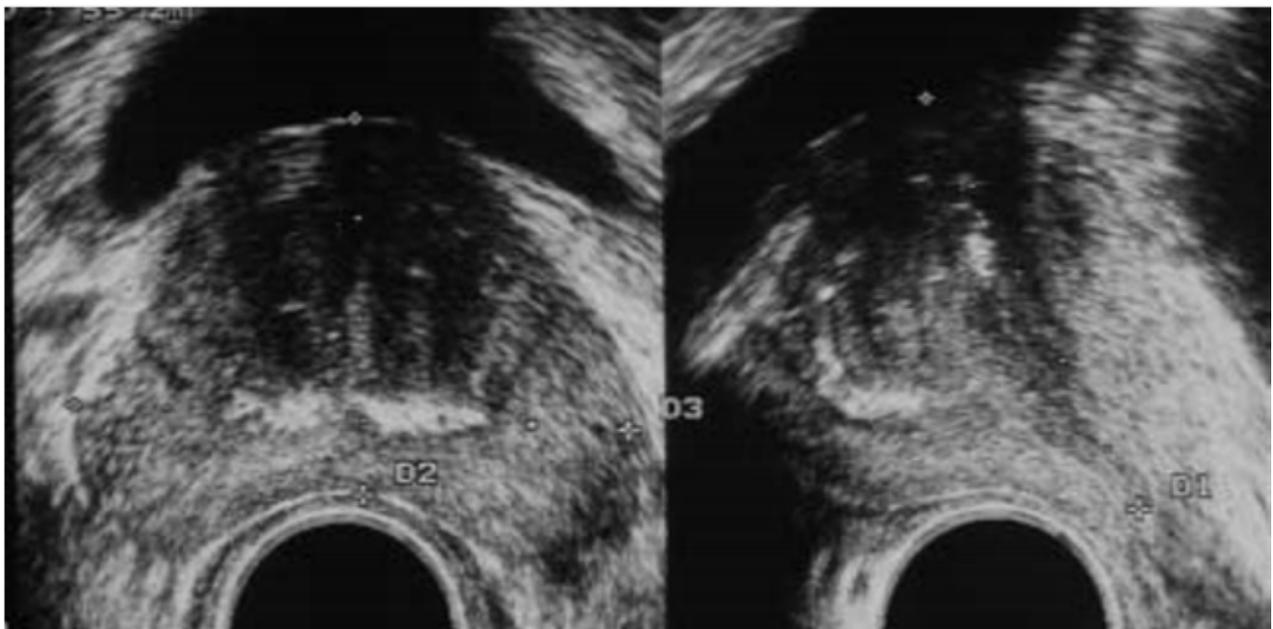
Image échographique montrant une HBP avec présence de nombreux corps amylacés, à la jonction entre la zone de transition et la zone périphérique
